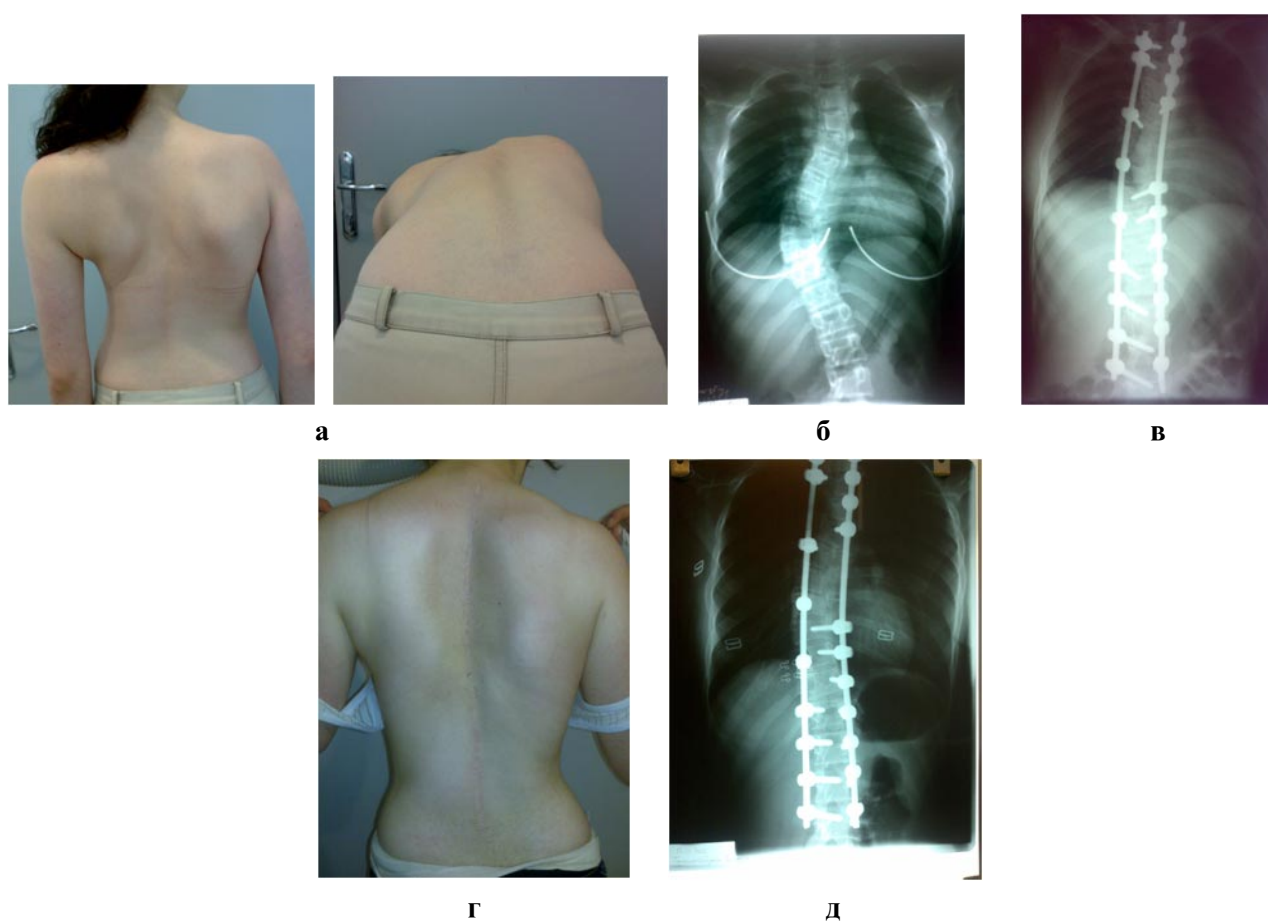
Внешний вид больной Сh. 16 лет до операции (а). Сколиотическая деформация 87с. Рентгенограммы груднопоясничного отдела позвоночника больной до операции (б) и после операции (в). Внешний вид больной Сh. (г) и рентгенограмма позвоночника (д) через 1,5 года после операции.
